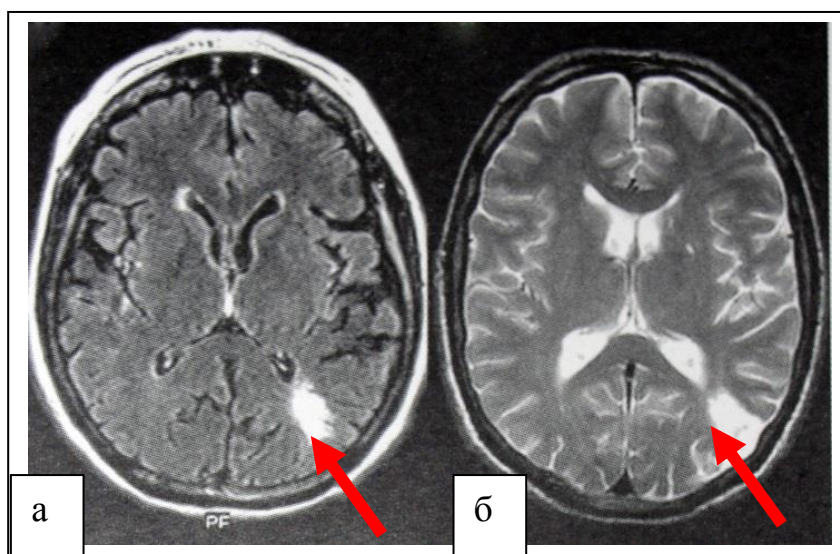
Варианты заднего внешнего инфаркта в зоне смежного кровоснабжения: а – МРТ, FLAIR-режим, аксиальная проекция. Сигнал повышенной эффективности соответствует зоне субкортикального инфаркта слева между средней и задней мозговой артерий; б – МРТ, T2-взвешенное изображение, аксиальная проекция. Сходная локализация инфаркта. Инфаркт клиновидной формы с распространением на кору.
